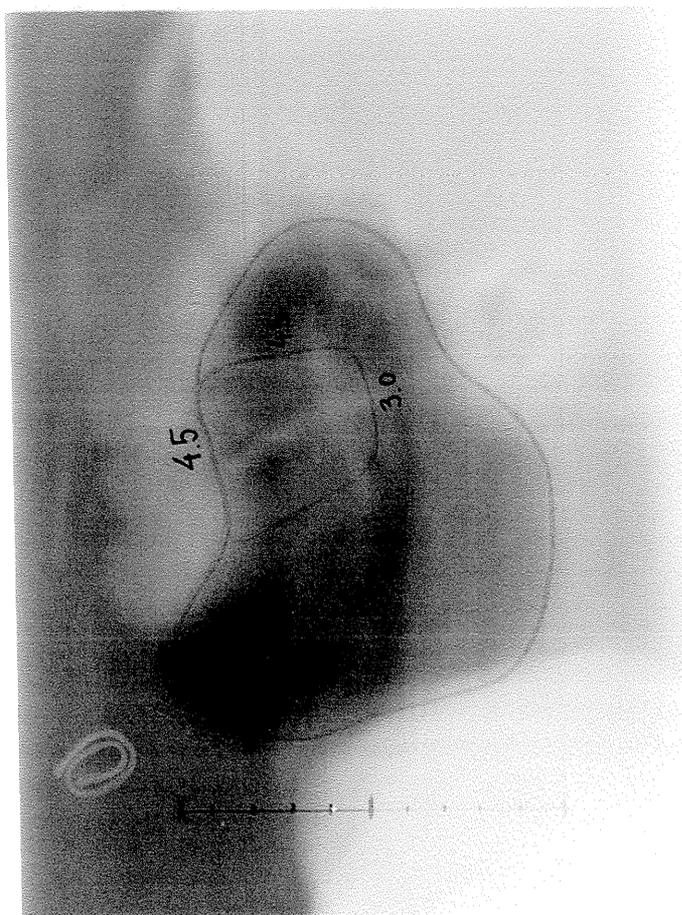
Exemplo de uma radiografia de verificação do campo de tratamento obtida na unidade de Telecobalto 60. Está assinalada a área mínima de mucosa oral irradiada.
